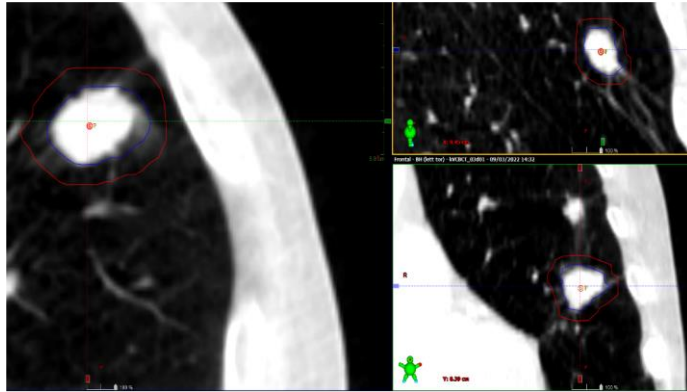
Lesione nel PTV nella CBCT 3
